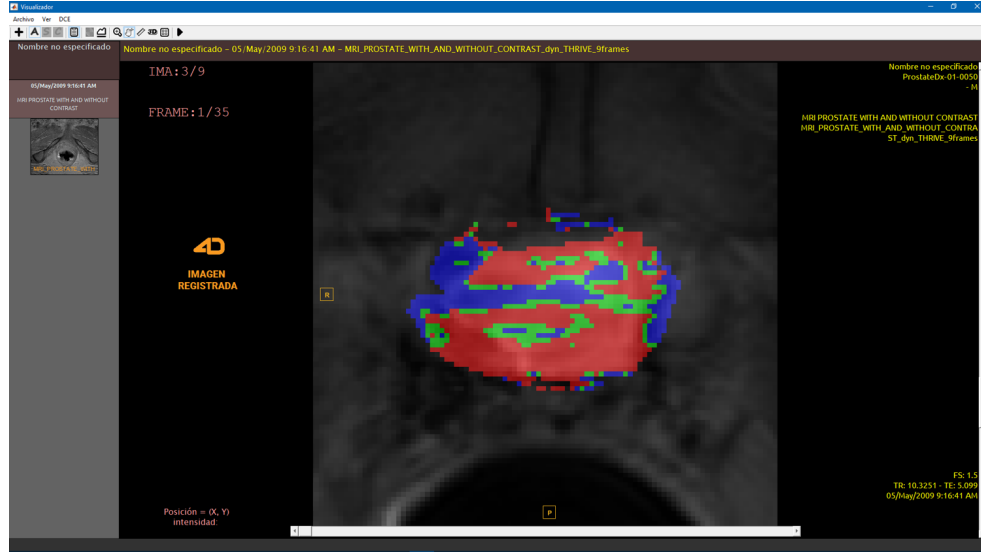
Ejemplo de mapa de colores obtenido a partir de una serie DCE-MRI.
